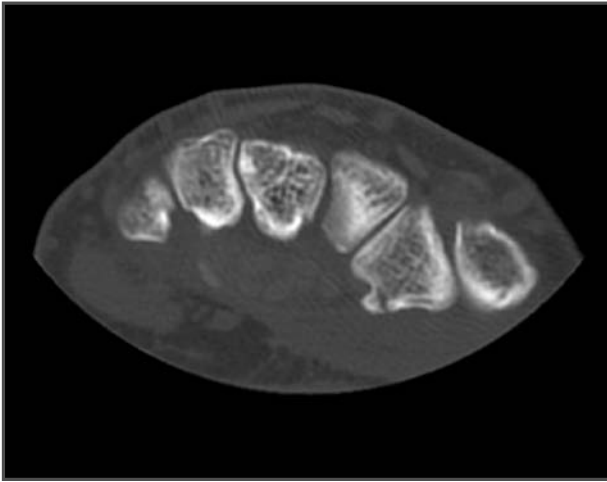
TC tras una semana de evolución.
